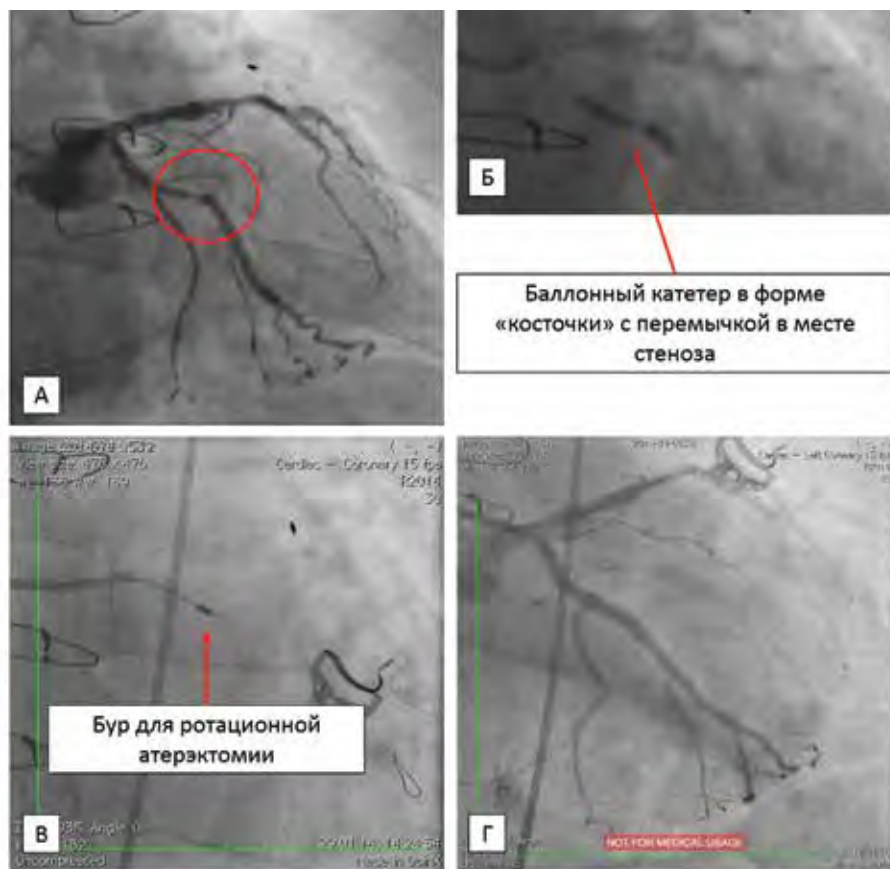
Использование ротационной атерэктомии. А – на коронарографии в средней трети огибающей артерии – субтотальный кальцинированный стеноз. Б – многочисленные попытки сделать преддилатацию стеноза не увенчались успехом (баллонный катетер приобретал характерную форму косточки с перемычкой в месте стеноза); В – применение ротационной атерэктомии (на ангиограмме визуализируется рентгенконтрастный бур с алмазным напылением); Г – результат стентирования огибающей артерии
